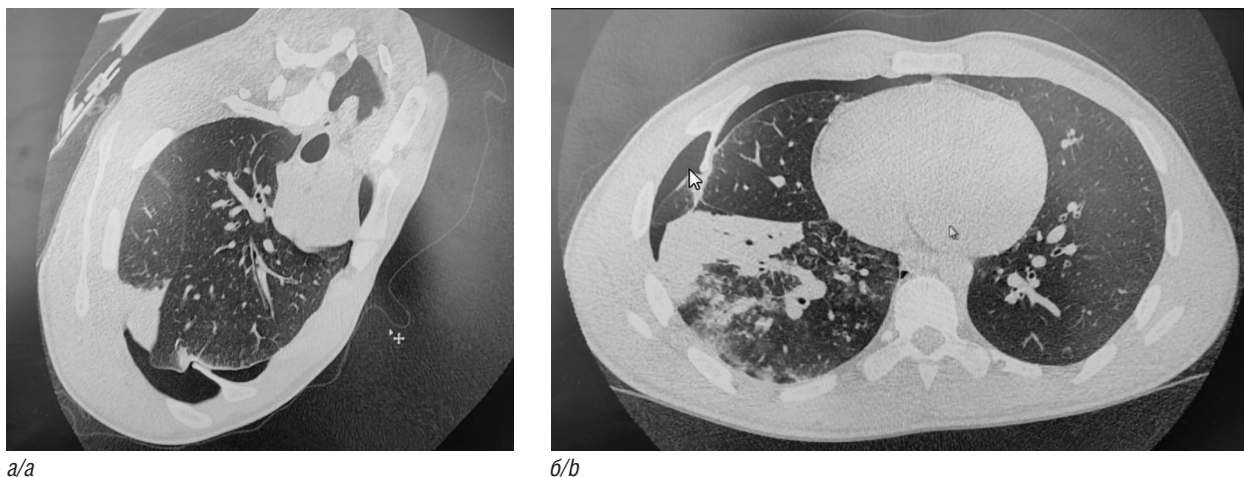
Спиральная компьютерная томография органов грудной клетки: *а* — спонтанный пневмоторакс справа, шиловидный экзостоз переднего отрезка V ребра справа с ростом внутрь грудной клетки с пенетрацией в паренхиму средней доли правого легкого; *б* — инфильтративные изменения в средней и нижней долях правого легкого
